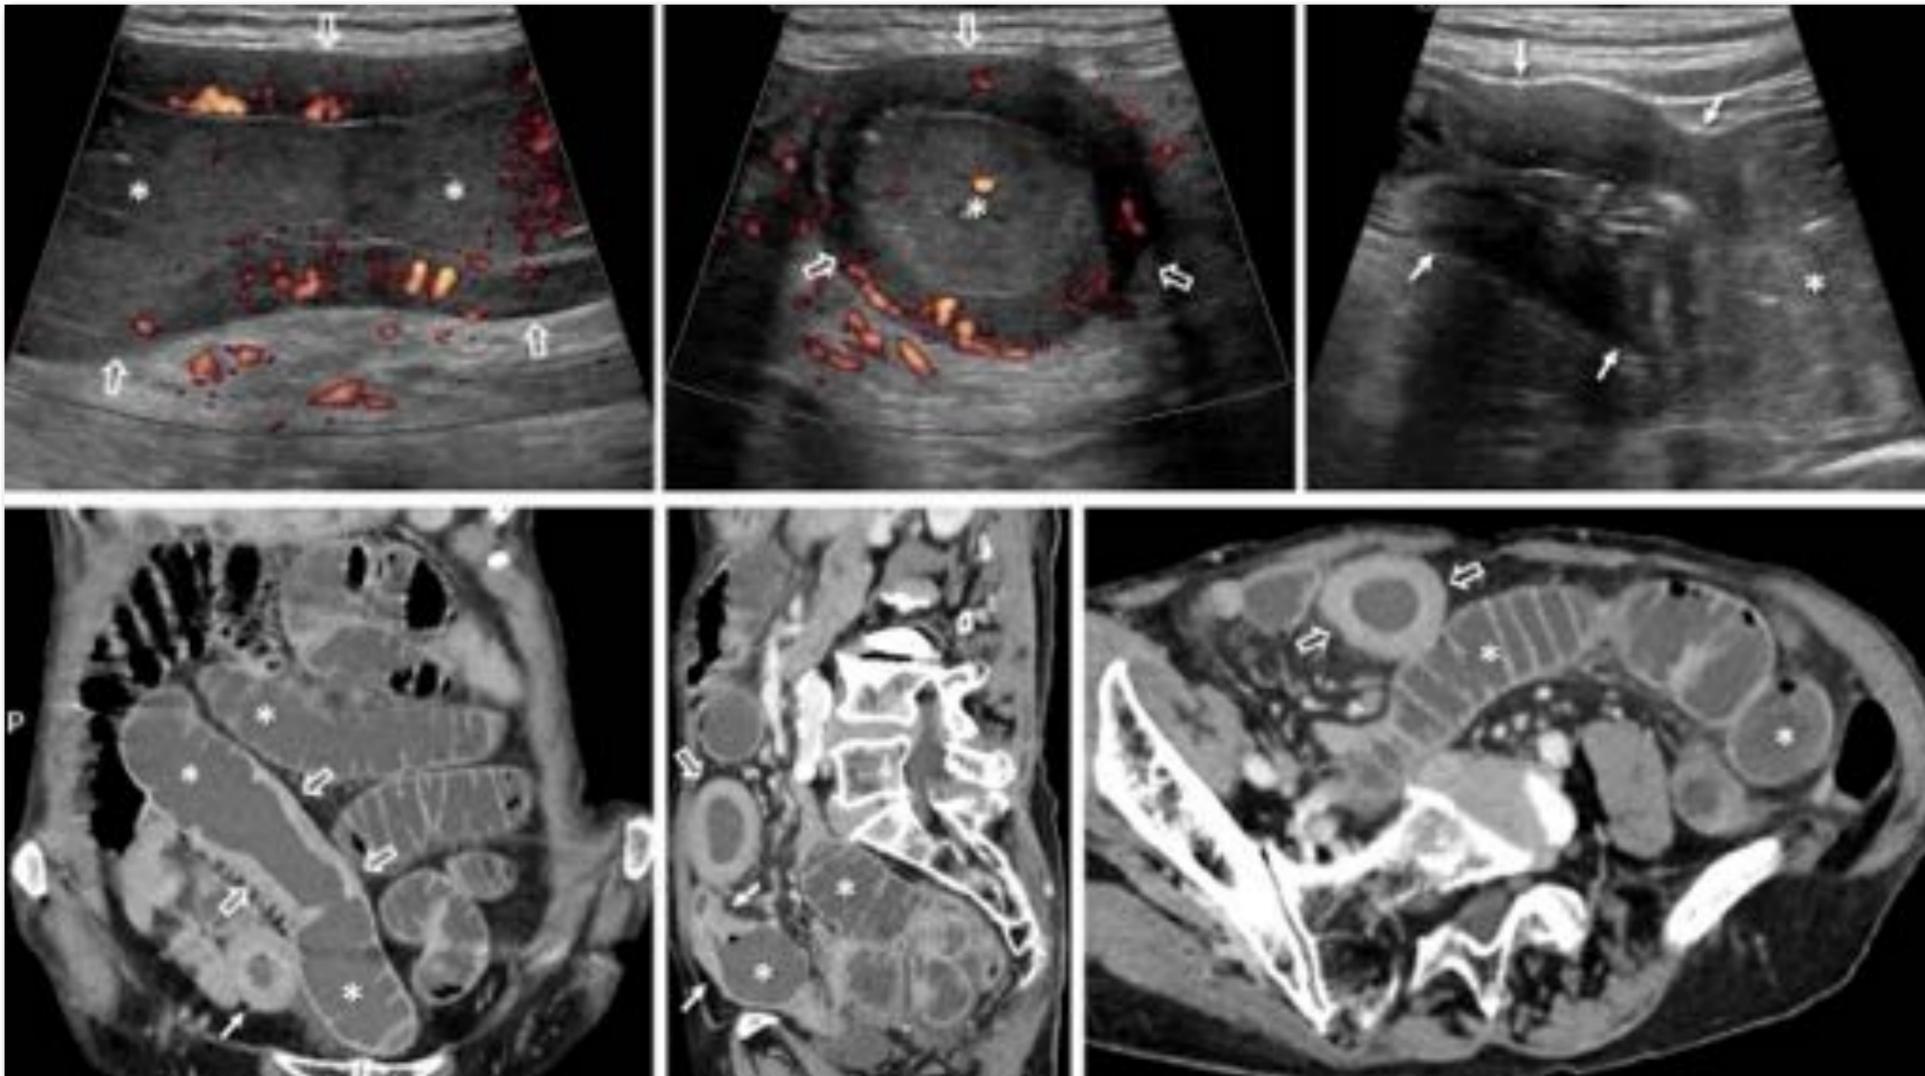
Ecografía en la OIDA por EC.
